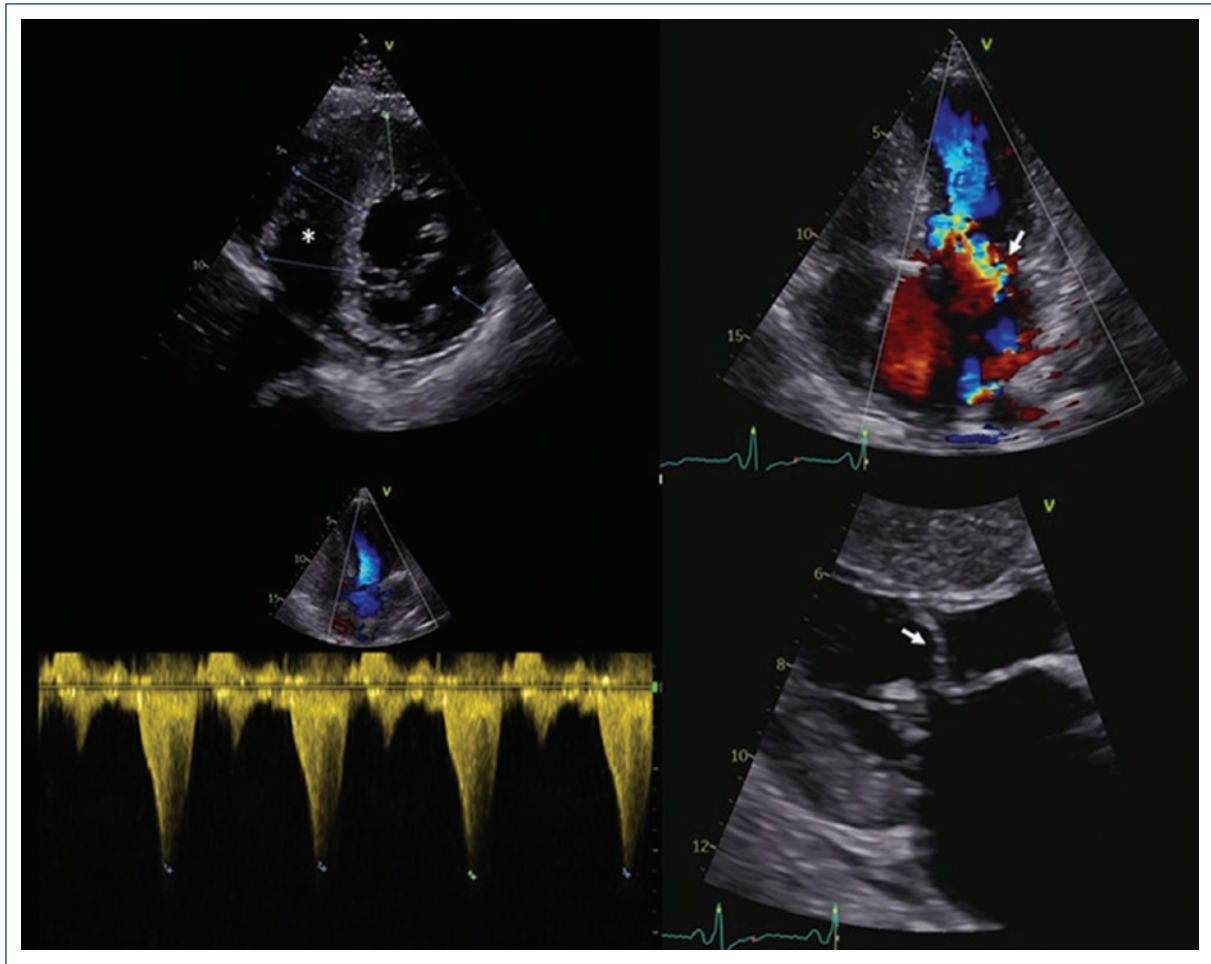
Transthoracic echocardiogram performed at 34 weeks of gestation showing a preserved biventricular systolic function with severe asymmetric LVH presenting a maximum LV wall thickness of 29 mm at level of basal septum (*, upper left panel), a severe left ventricle outflow tract obstruction with peak pressure gradient of approximately 90 mmHg at rest (lower left panel) and a moderate mitral regurgitation (↘, upper right panel) due to systolic anterior motion of anterior mitral valve leaflet (↘, lower right panel).
